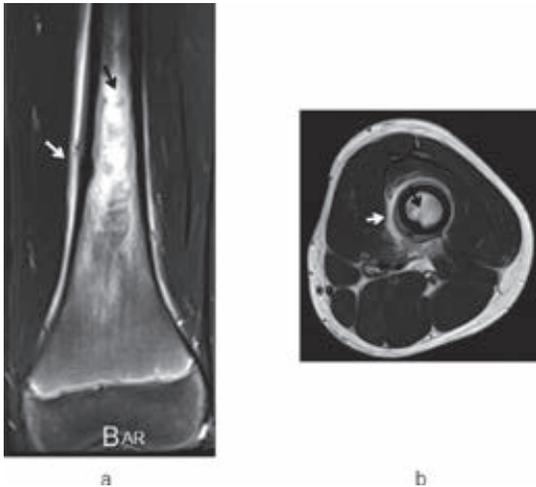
代表症例の初診時単純 MRI の T2 強調画像。冠状断像(a), 横断像(b)ともに髓内変化(黒矢印)や骨膜反応(白矢印)が認められた。髓内変化は境界不明瞭であり, 骨膜反応は均一で連続性があり, 最表面に一層の高信号領域が認められた。
